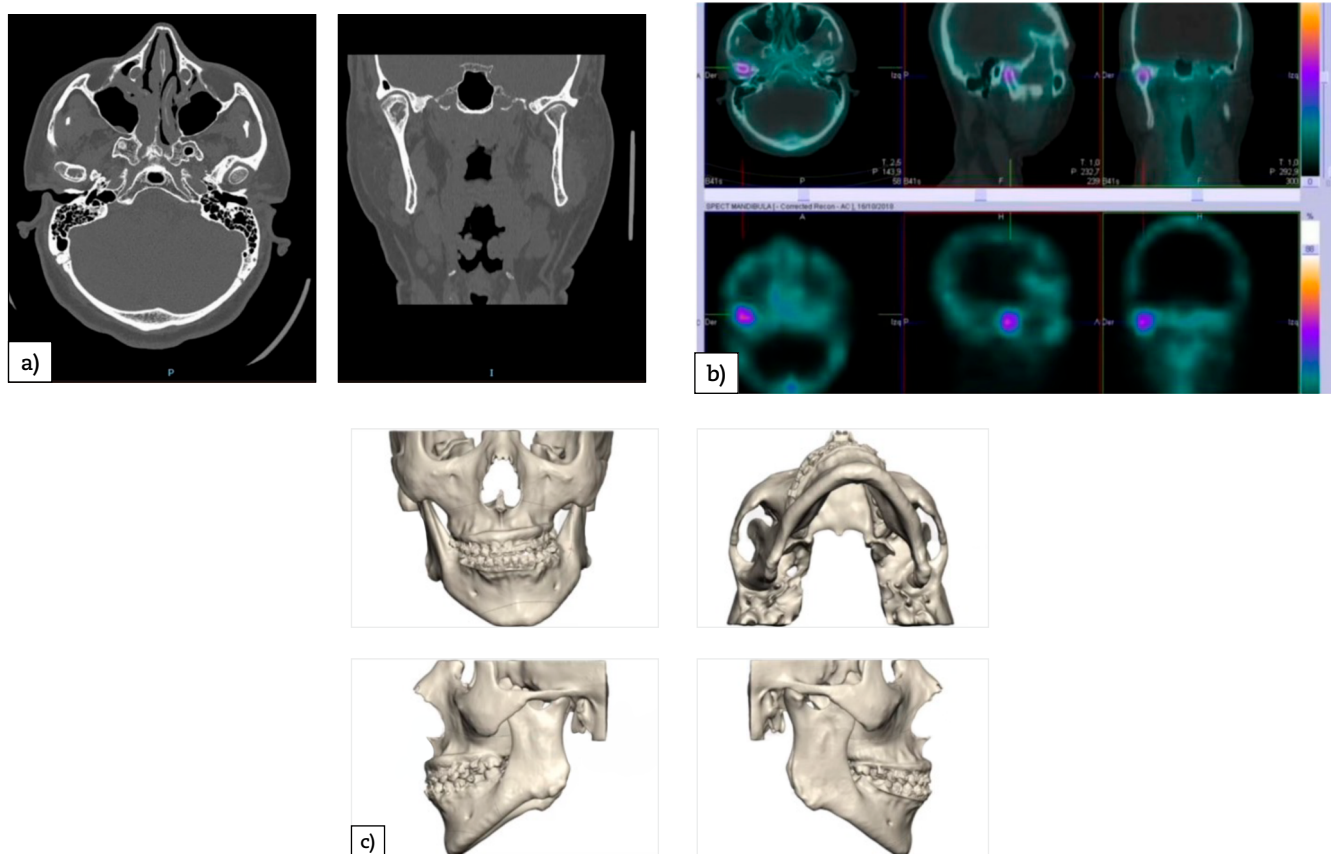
Pruebas complementarias: a) reconstrucción en 3D de anatomía ósea del paciente en el que se observa laterognatía y clase III izquierda; b) TAC en plano transversal y coronal de cóndilos mandibulares en los que se aprecia una masa en el cóndilo mandibular derecho; c) SPECT-TAC, en el que se observa mayor actividad en cóndilo mandibular derecho.
